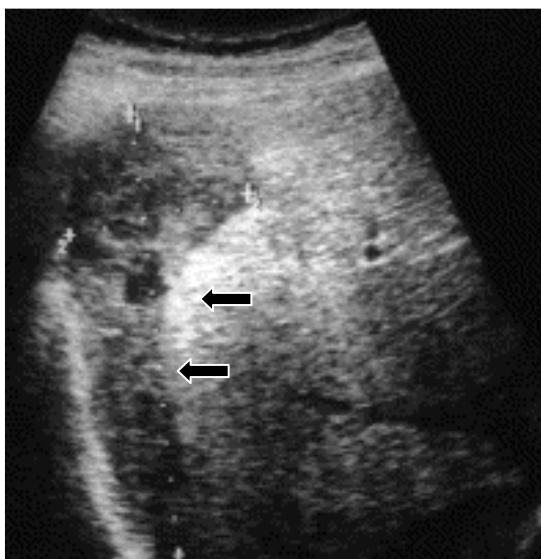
USG evidencia hematoma hepático subcapsular sem ruptura (setas)⁽⁵⁰⁾.
